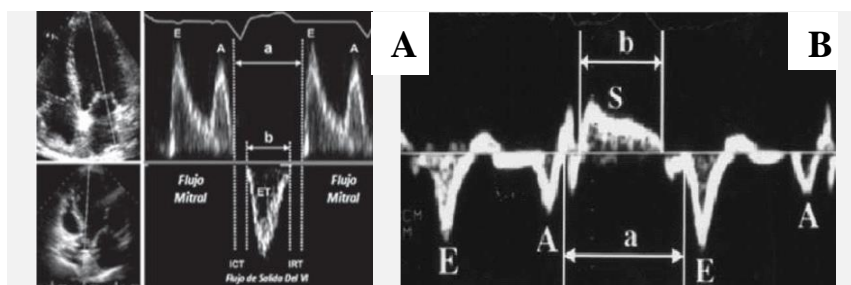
Intervalos del MPI izq (a) medidos por Doppler pulsado mitral y del tracto de salida del VI(165), (b) medidos por TDI(166).
